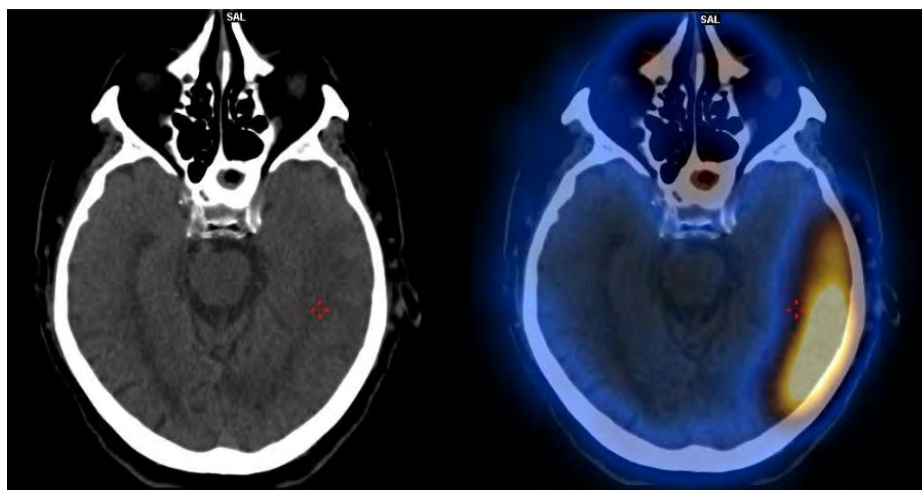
Imagen de fusión SPECT con Tc-99m MDP – TC cerebral.
